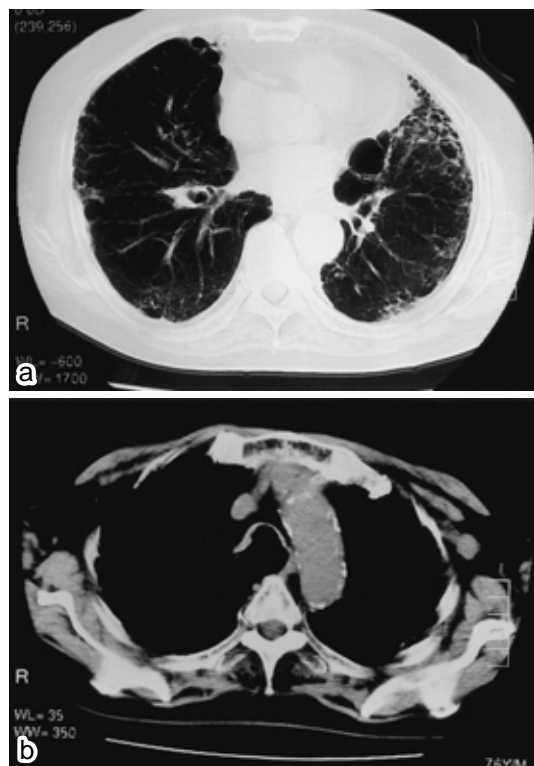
a: Chest CT scan obtained after improvement of the pneumonia, showing linear-reticular shadows and a honeycomb appearance in the lower lung fields
